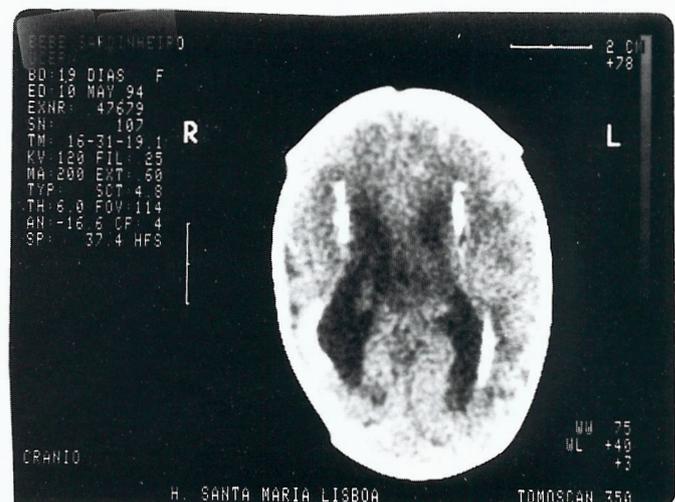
2.º caso – C.M.V. congénito. TAC sobreponível à ecografia transfontanelar.
